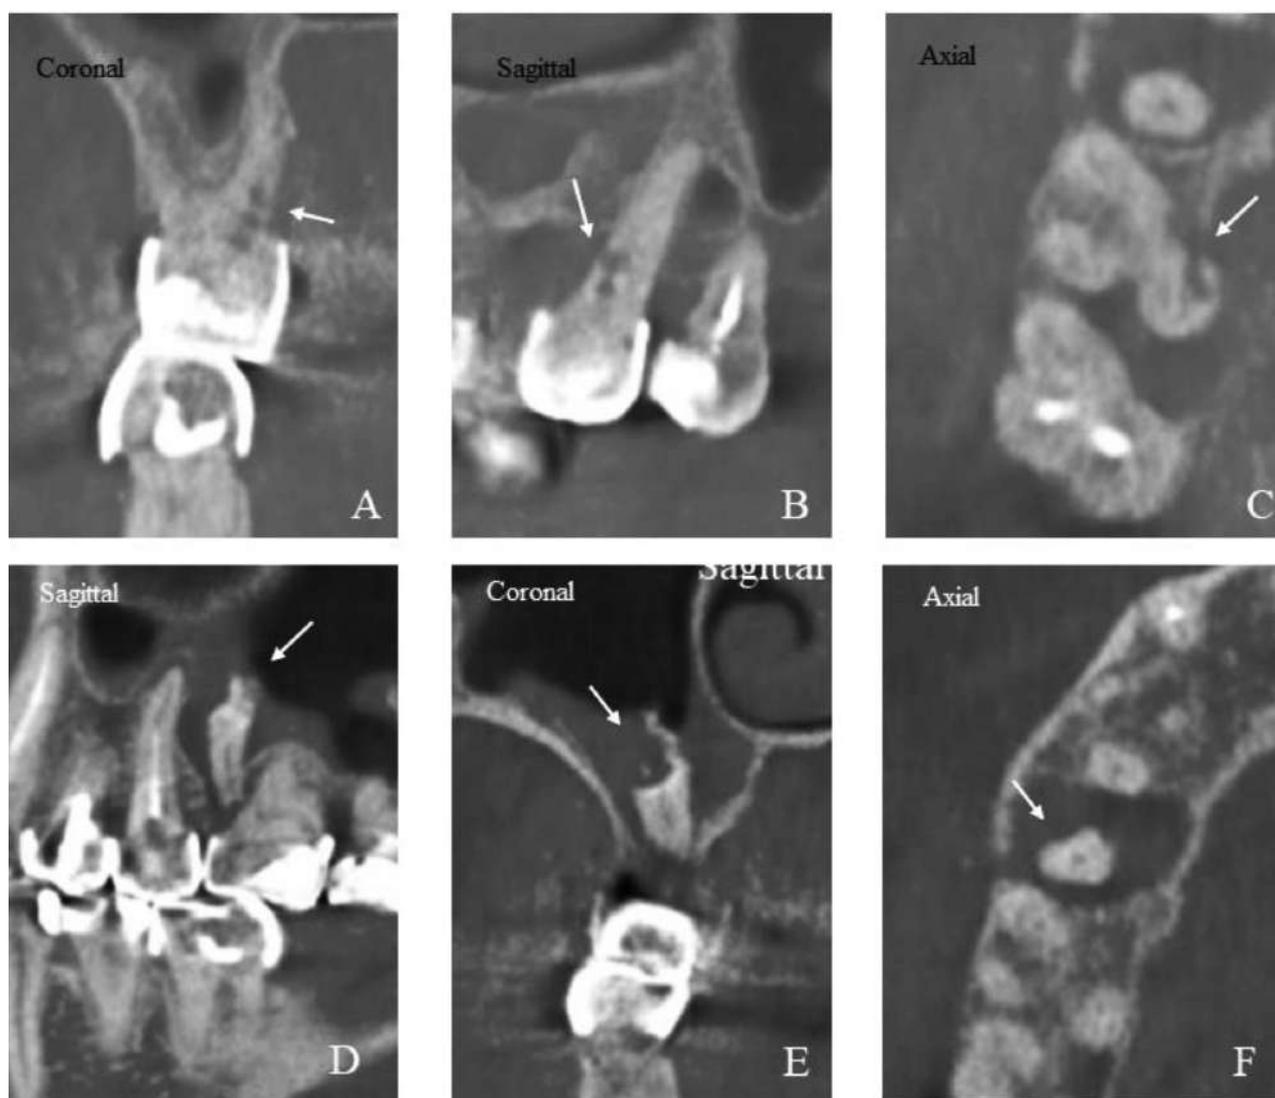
Срезы конусно-лучевой компьютерной томографии зуба 1.6 у 60-летней женщины.
